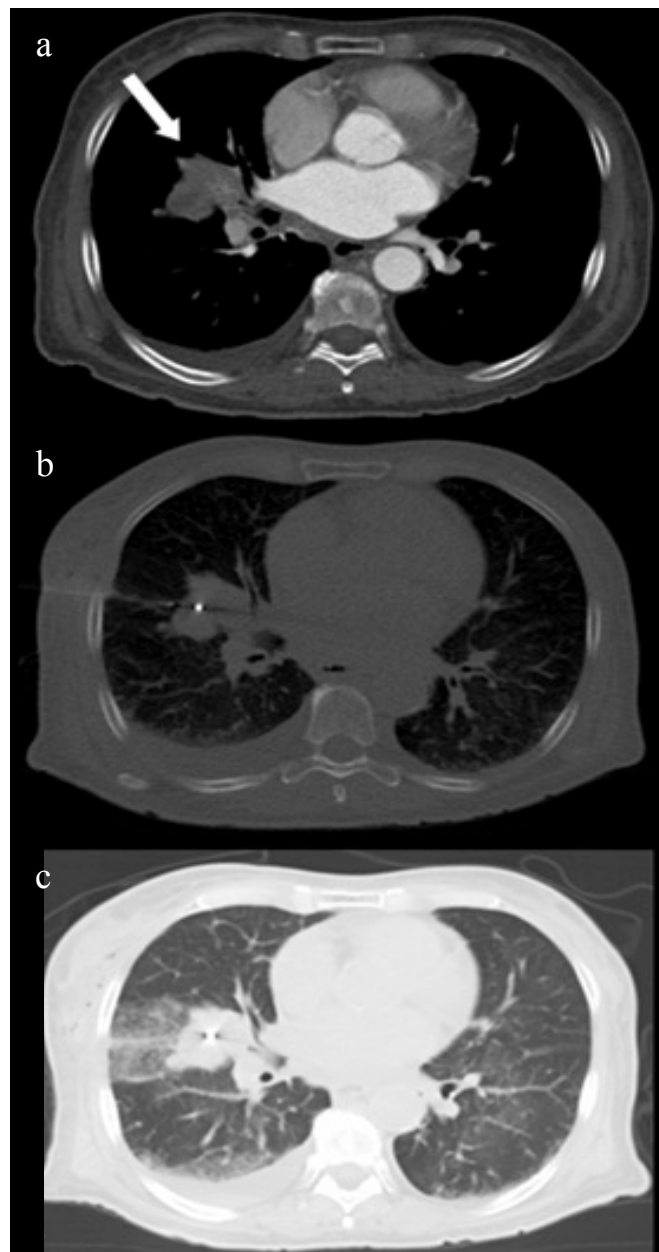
Bilder der 71-jährigen Patientin mit einer Metastase im Mittellappen, die mit einem Pfeil markiert wurde (a). Das CT-fluoroskopische Bild (b) zeigte den implantierten Marker zentral im Tumor. Im Kontroll-Scan (c) war eine pulmonale Hämorrhagie im Stichkanal zu sehen, die allerdings asymptomatisch blieb.
